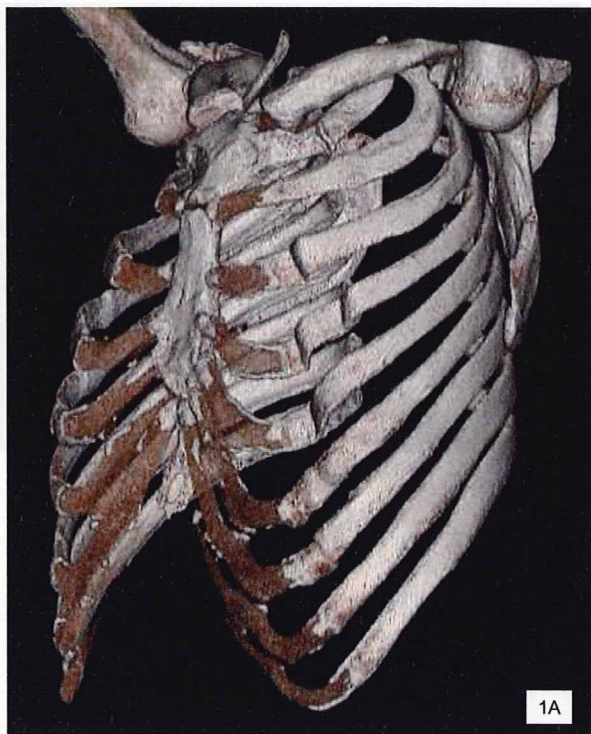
三次元 CT (3D-CT) 死後画像と解剖所見の対比、転倒による左多発肋骨骨折例
